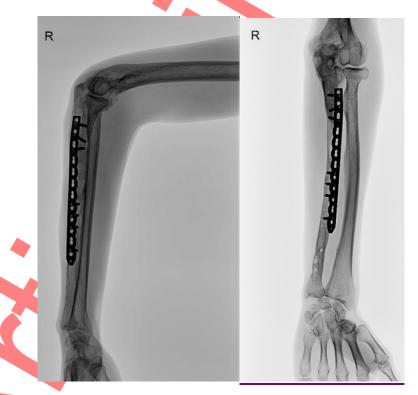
Рентгенограммы правого предплечья через 1 год после реконструкции.
